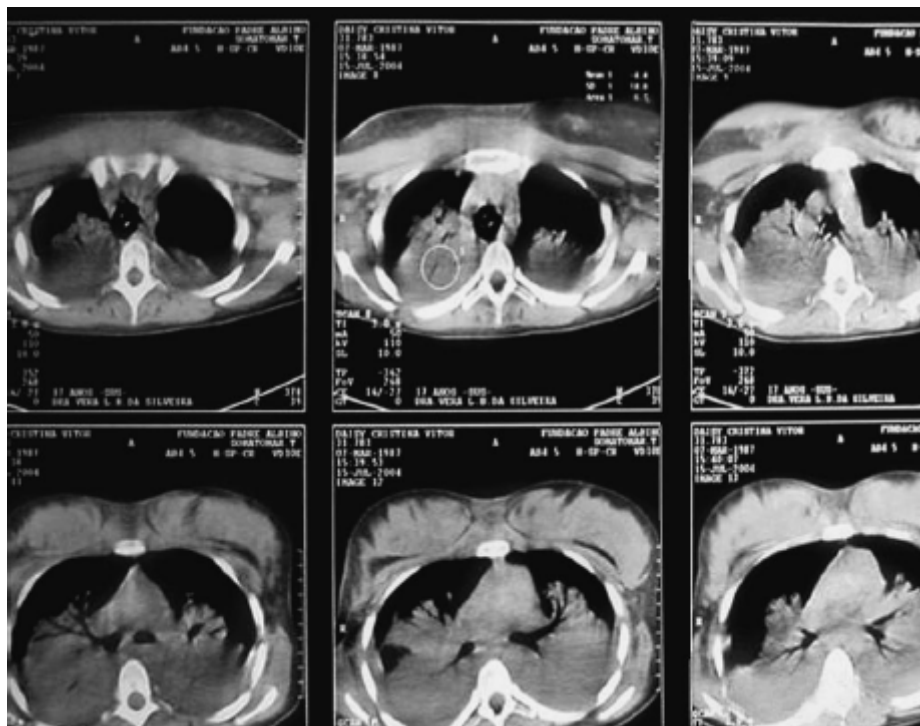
Tomografia computadorizada de tórax obtida após o ajuste da ventilação mecânica. Ainda é possível observar extensa área de colapso alveolar.
